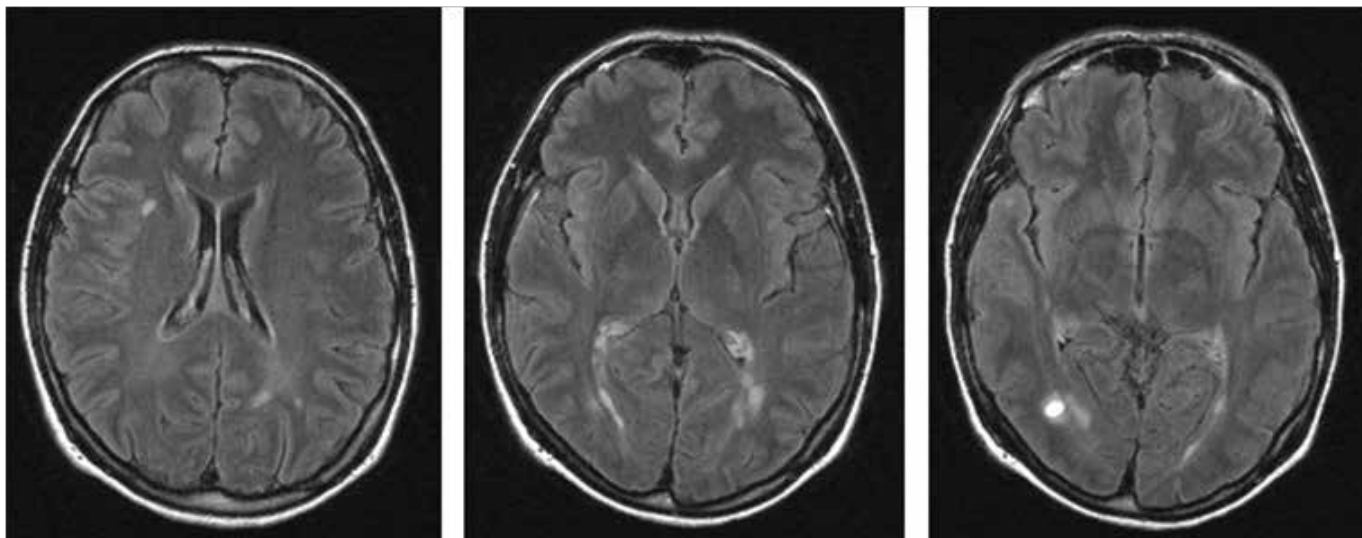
Axiala FLAIR-bilder hos patienten som identifierades med RIS uppvisande multipla T2-lesioner och en kontrastladdande lesion.
